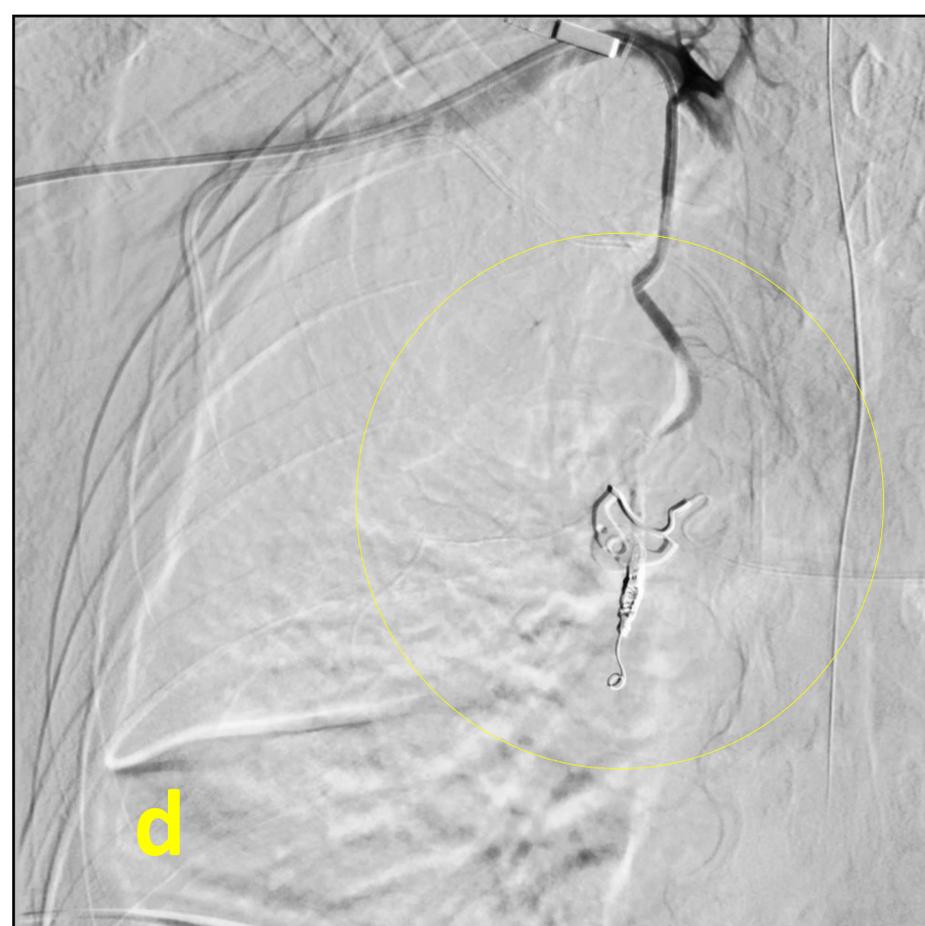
Pseudoaneurisma dependiente de rama torácica anterior alta derecha tras colocación de catéter venoso central: a y b) reconstrucción y corte axial de TC donde las flechas negras y círculos, indican el punto de extravasación, c y d) arteriografía y embolización con coils y glubran/lipiodol supraseductivamente de la mamaria interna derecha.
